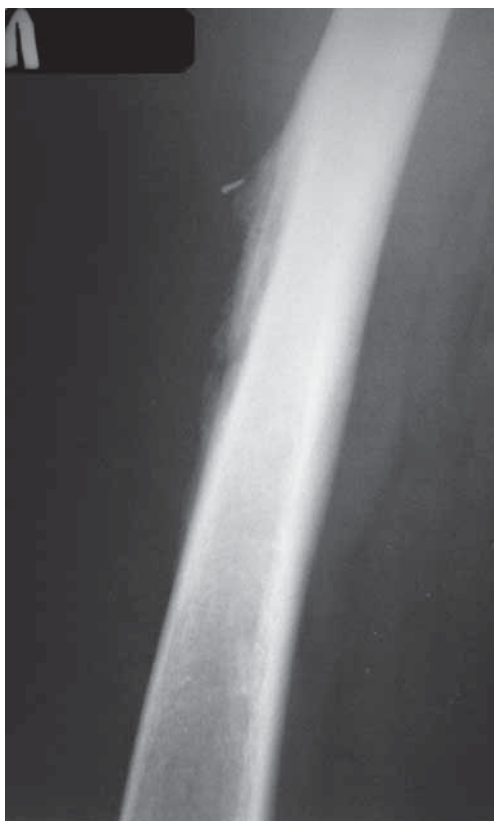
Рентгенограмма альбуминозного периостита бедренной кости.
